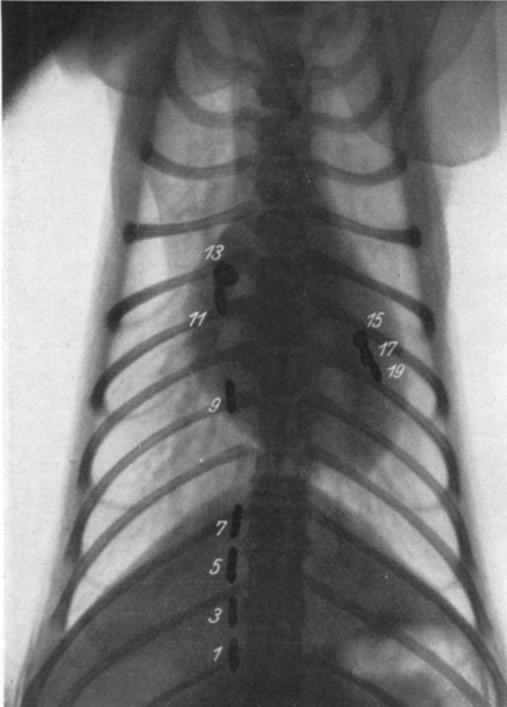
Einzelröntgenbild, in das die jeweilige Lage des Embolus bei jedem 2. Bild eines Filmstreifens eingezeichnet wurde. Die Bewegung oberhalb des Zwerchfells ist wesentlich schneller als unterhalb desselben (vgl. Abb. 3).
